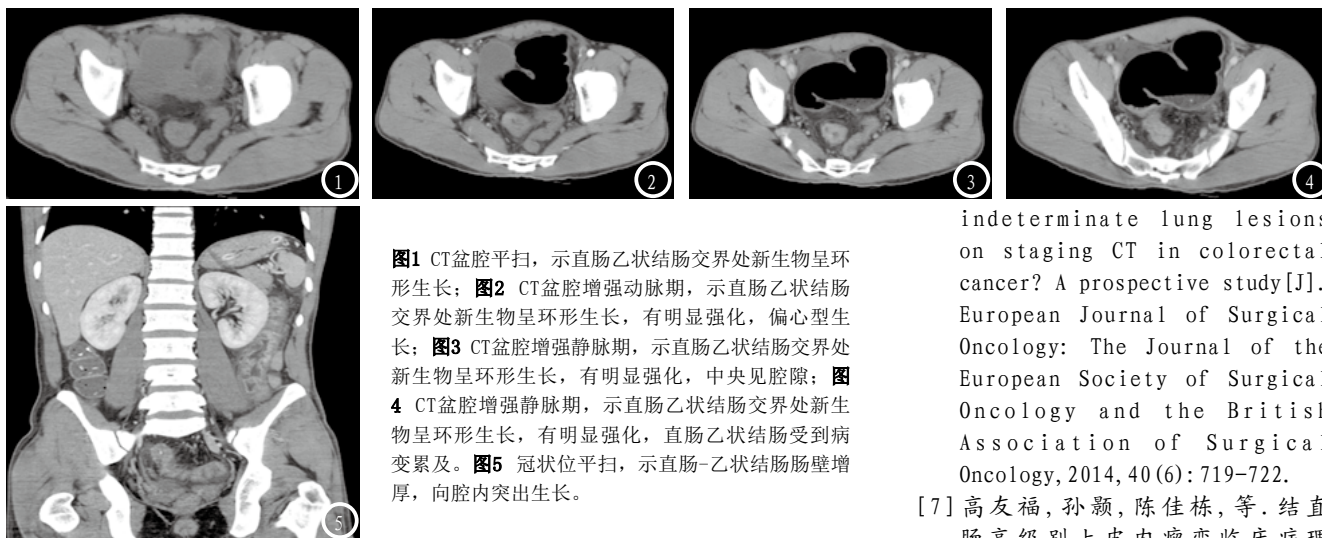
CT盆腔平扫, 示直肠乙状结肠交界处新生物呈环形生长; 图2 CT盆腔增强动脉期, 示直肠乙状结肠交界处新生物呈环形生长, 有明显强化, 偏心型生长; 图3 CT盆腔增强静脉期, 示直肠乙状结肠交界处新生物呈环形生长, 有明显强化, 中央见腔隙; 图4 CT盆腔增强静脉期, 示直肠乙状结肠交界处新生物呈环形生长, 有明显强化, 直肠乙状结肠受到病变累及; 图5 冠状位平扫, 示直肠-乙状结肠肠壁增厚, 向腔内突出生长。
